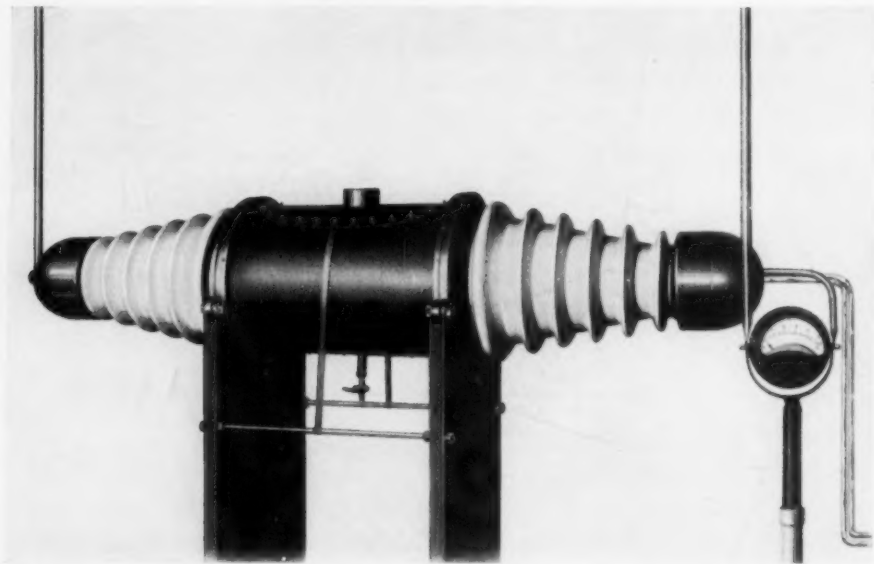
Strahlensicherer Röntgenröhrenbehälter für den Betrieb der Siemens-Pantixröhre unter Öl (Laboratoriumsausführung; die Austrittsöffnung für die Nutzstrahlung ist nach oben gerichtet).
